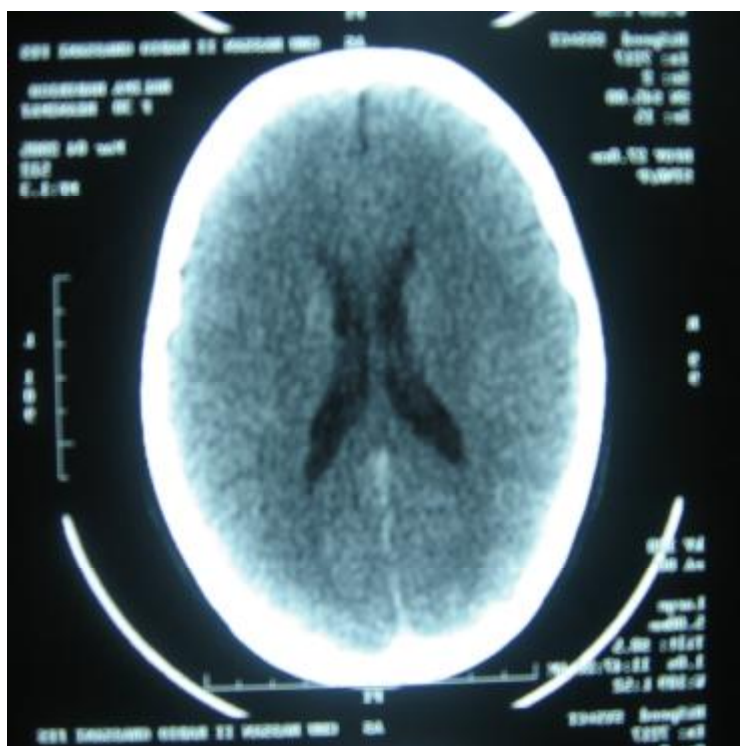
TDM cérébrale d'aspect normal.
